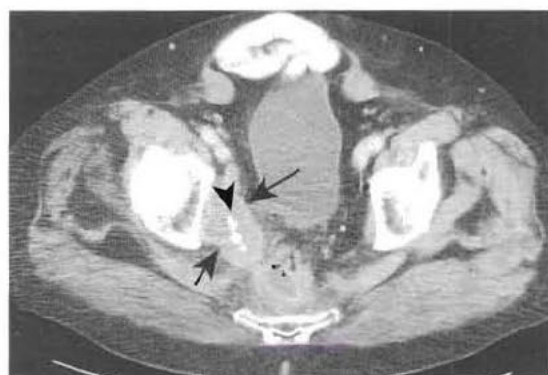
TDM pelvienne après injection de produit de contraste intraveineux : masse (flèches) accolée à la paroi latérale droite du pelvis, contenant une calcification centrale (tête de flèche). La biopsie a montré qu'il s'agissait d'une récurrence de cancer du rectum.
